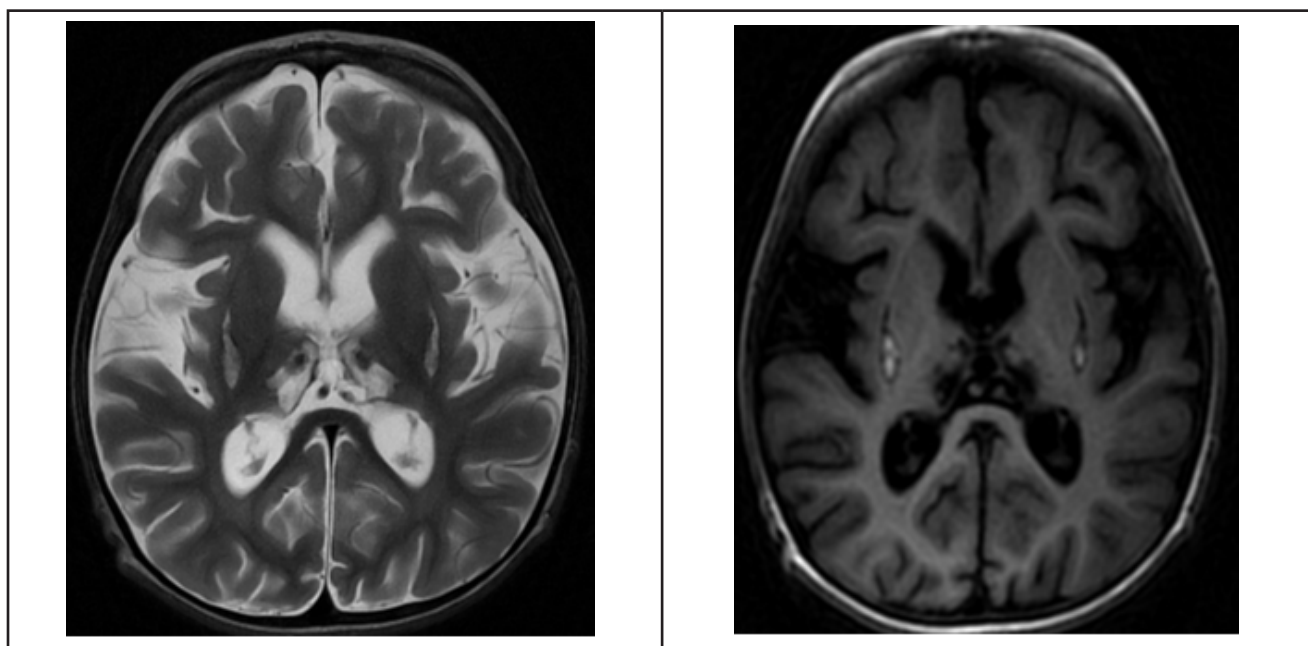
МРТ больного от 15.01.2022 г.
